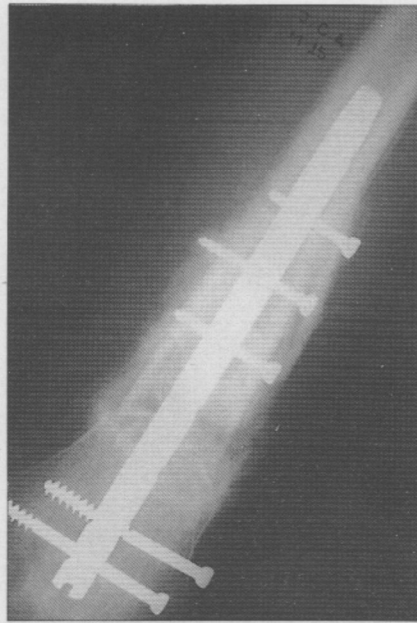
Radiografía de control a los tres meses.
